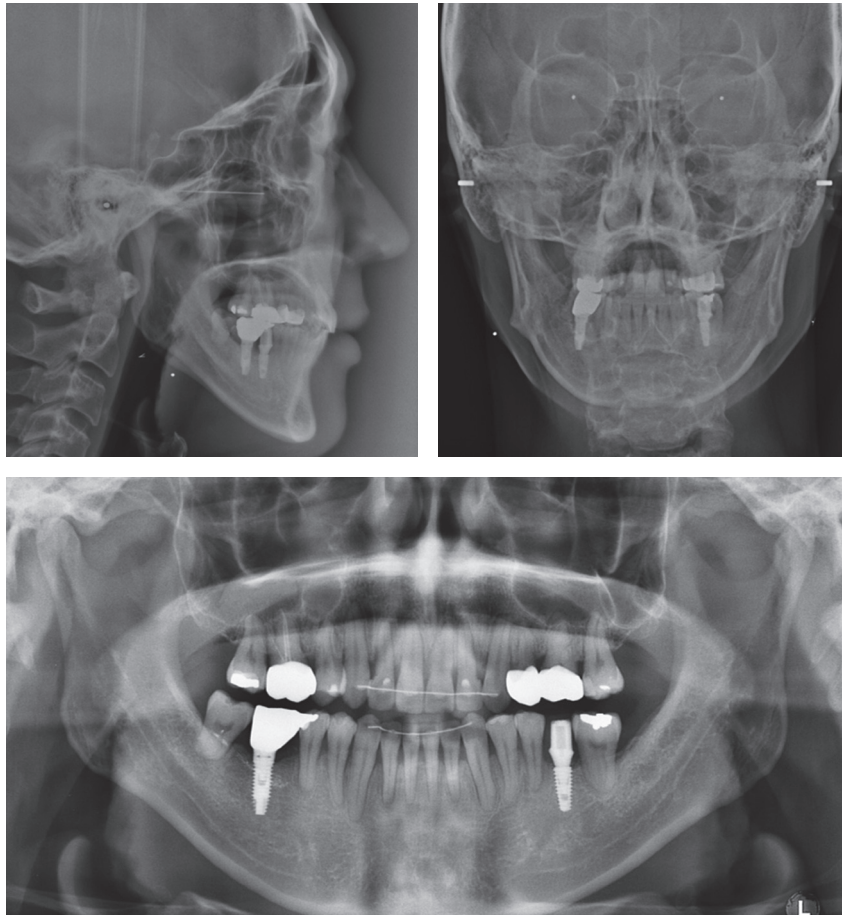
Posttreatment lateral and posteroanterior cephalograms and panoramic radiograph.
